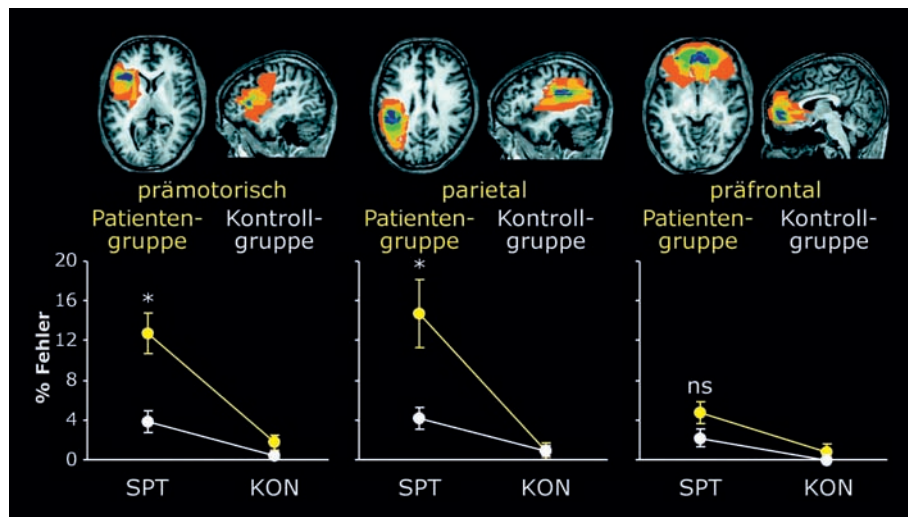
Beispiel einer Patientenstudie, die bedeutend zur Interpretation von fMRT-Daten beiträgt (angepasst aus Schubotz, Sakreida, Tittgemeyer und von Cramon, 2004). Oben: Läsion-süberlagerungen der prämotorischen, parietalen und präfrontalen Patienten, dargestellt in einer repräsentativen axialen und sagittalen Schnittebene von  $T_1$ -gewichteten anatomischen MRT-Bildern. Rot = minimale Überlappung; Blau = maximale Überlappung. Unten: Ergebnisse der Verhaltensdaten (erhoben durch die prozentuale Rate der Beobachtungsfehler je Aufgabe) in den Patientengruppen (gelb) und den Gruppen neurologisch gesunder Kontrollprobanden (weiß). Eine signifikante Interaktion zwischen den Faktoren AUFGABE und GRUPPE ( $p < 0,05$ ; durch Sternchen markiert) zeigte sich sowohl im Vergleich der prämotorischen als auch der parietalen Patienten mit ihren Kontrollprobanden, aber nicht bei den präfrontalen Patienten verglichen mit ihren Kontrollprobanden (ns = nicht signifikant). Demnach waren nicht nur Patienten mit einer parietalen Läsion, sondern auch Patienten mit einer prämotorischen Läsion spezifisch in der seriellen Prädiktionsaufgabe (serial prediction task, SPT), d.h. in der perzeptuellen Verarbeitung von Sequenzen, beeinträchtigt. Im Vergleich war deren Verhaltensleistung in der Kontrollaufgabe (KON) ungestört.
